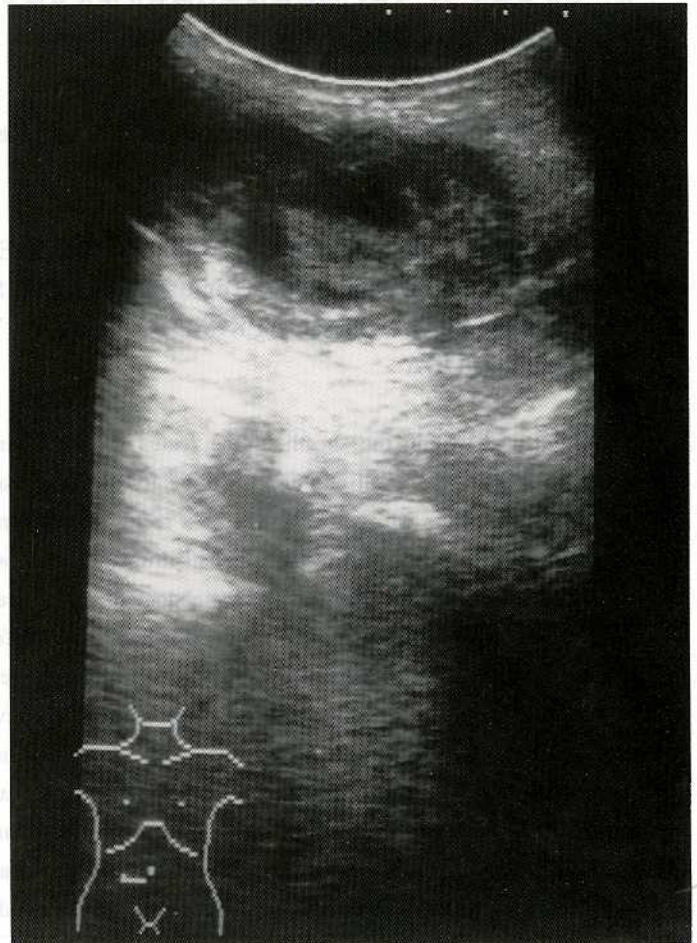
Ultrasound of the abdomen revealed a discrete mass in the abdominal wall measuring 15.0×6.0 cm in size with high and low internal echoes.
